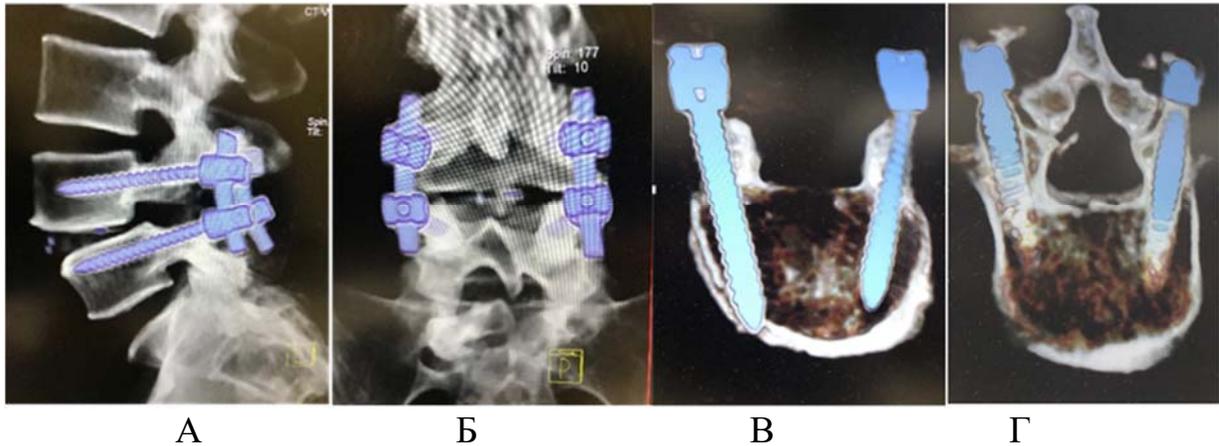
Интраоперационный КТ-контроль контрольное с 3D-реконструкцией правильности установки межтелового импланта и транспедикулярных винтов: А – сагиттальная проекция. Б – фронтальная проекция, В, Г – аксиальная проекция транспедикулярных винта в телах L4 и L5 позвонков
